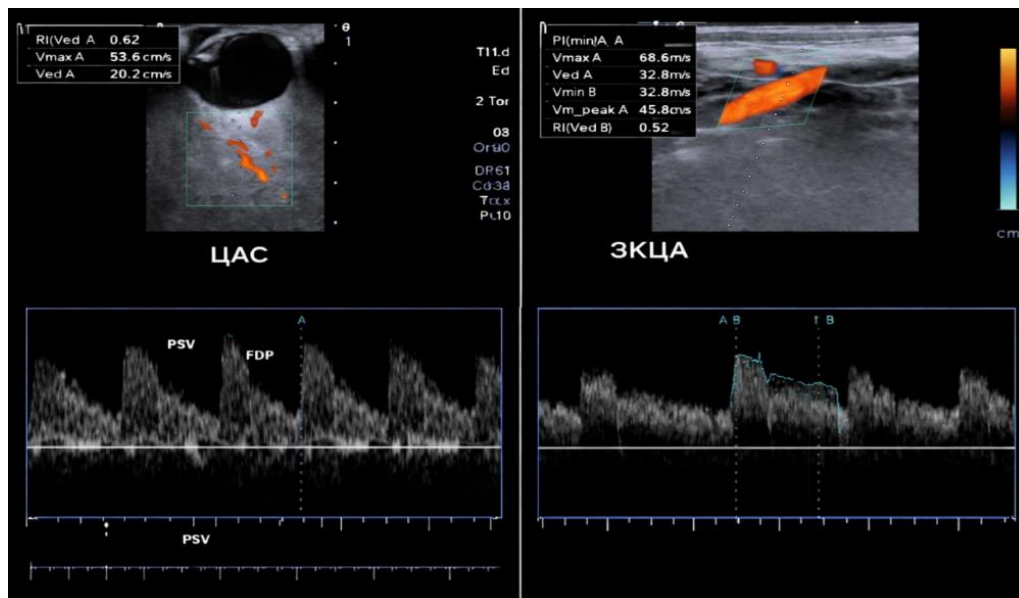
Ультразвуковая доплерография кровотока в центральной артерии сетчатки и задних коротких цилиарных артериях глаза (Williamson Т.Н., Harris А. Color Doppler imaging of the eye and orbit. Surv Ophthalmol. 1996;40(4):255–267)
